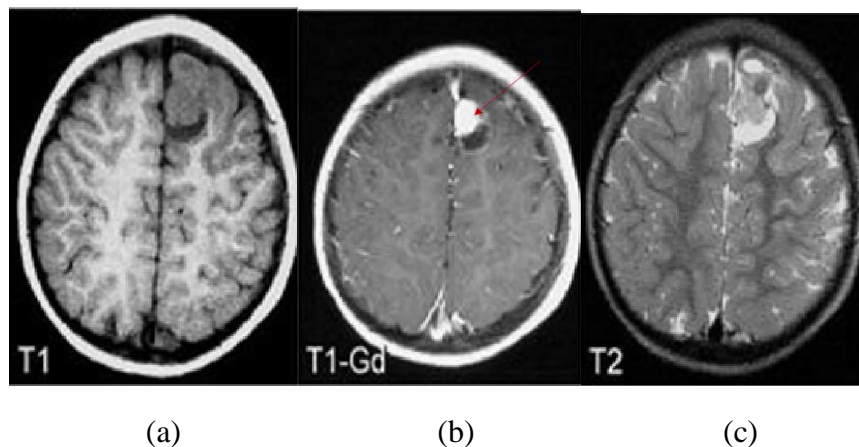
Image en présence de Gangliogliomes. (a) IRM axiale pondérée en T1 avec tumeur frontale. (b) la même tumeur apparaît hypo-intense non rehaussée. (c) La même lésion apparaît hyperintense sur IRM pondérée en T2 [18].
